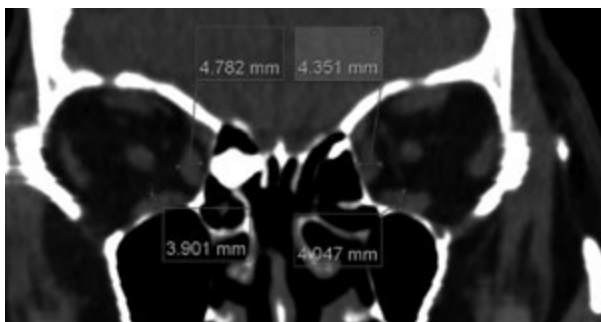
Caso 2. TC coronal. Medidas RM y RI.
